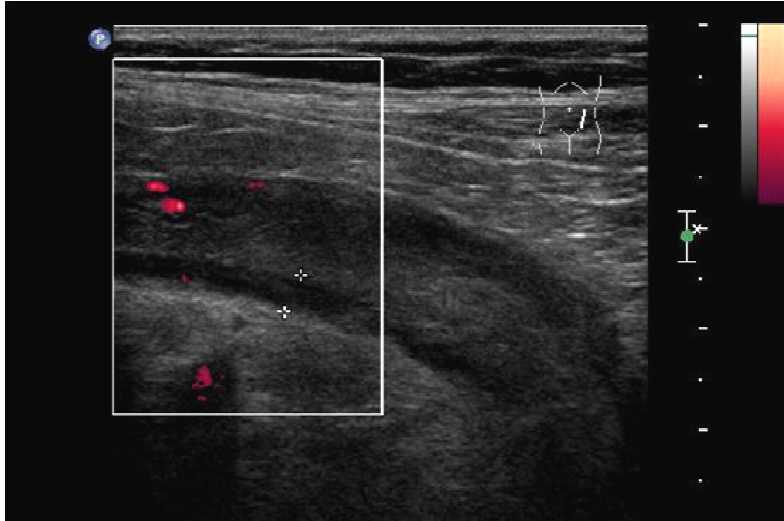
Verdickte, echoarme und hypervaskularisierte Darmwand (Colon sigmoideum) sonographisch (Funktionsabteilung der Otto-von-Guericke Universität Magdeburg)
